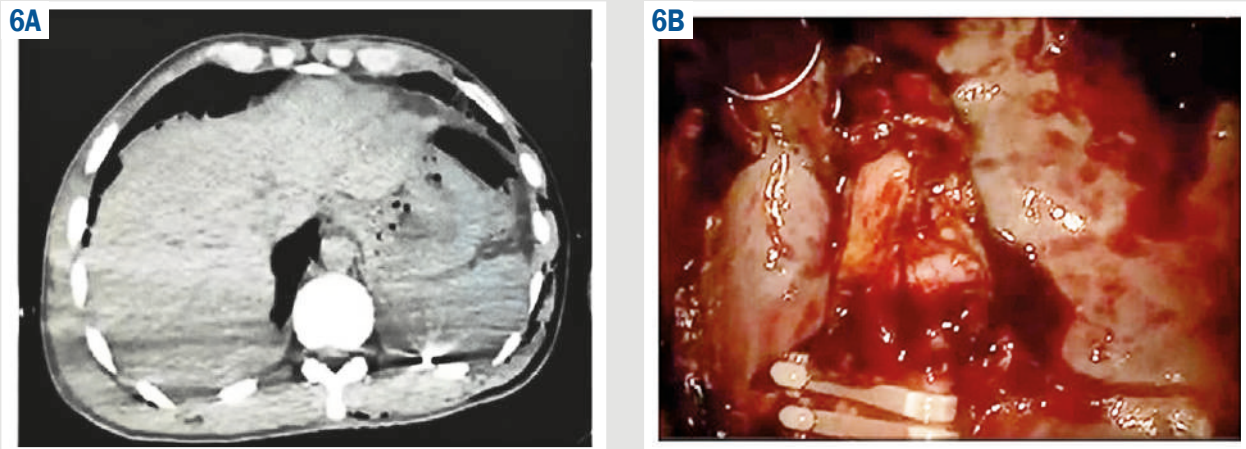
A: CT scan of AAST grade 4 splenic penetrating injury in a hemodynamically stable patient. B: Laparoscopic splenectomy in a patient with high-grade splenic trauma.
